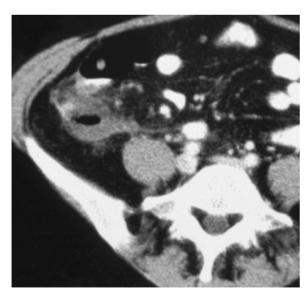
Perityphilitischer Abszess. In der CT findet sich eine abszesstypische, unregelmäßig begrenzte Formation mit zentralen Lufteinschlüssen und streifigen Ausläufern in die Nachbargewebe
